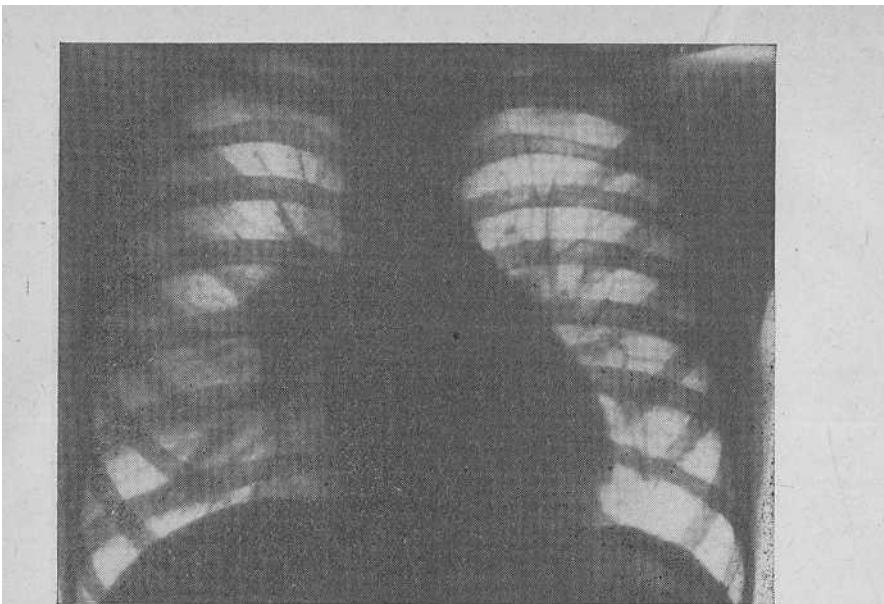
Туморозный бронхаденит правосторонний. Рентгенограмма.
